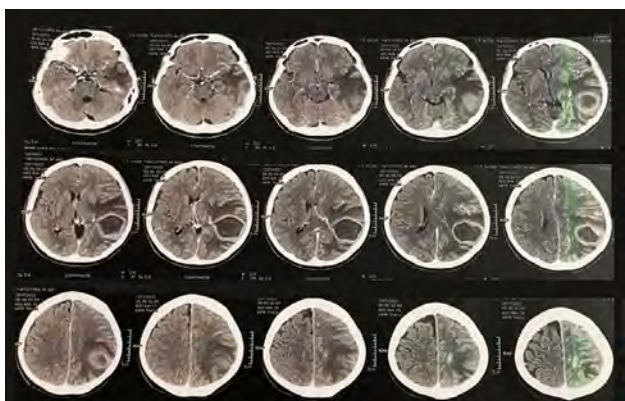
TC de crânio admissional evidenciando aumento da lesão às custas de conteúdo cístico intralesional, com realce anelar
